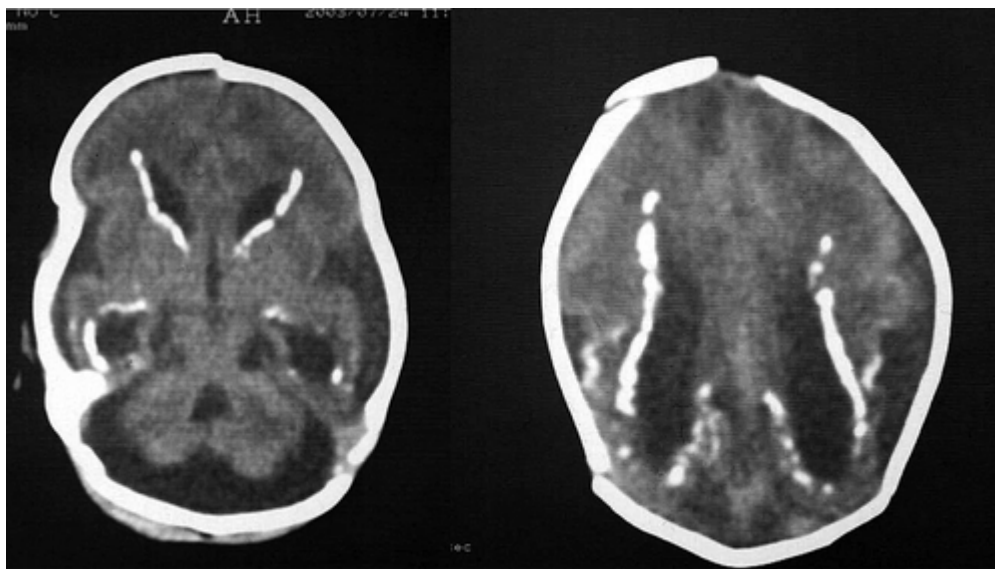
Компьютерные томограммы ребёнка в возрасте 27 дней с последствиями внутриутробно перенесённого цитомегаловирусного энцефалита. Умеренное расширение желудочковой системы. Недоразвитие мозжечка. Линейные кальцификаты в стенках боковых желудочков.
